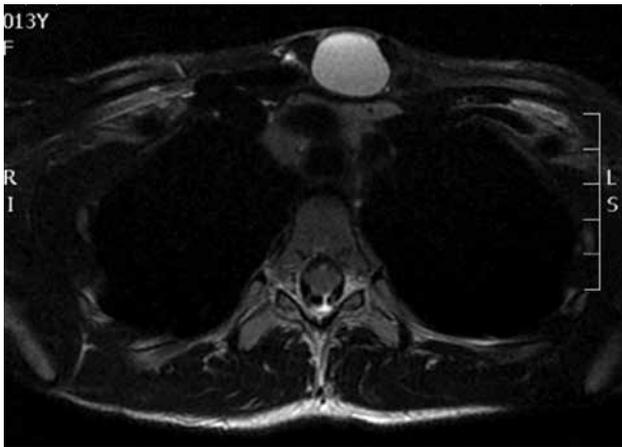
RMN quiste del conducto timofaríngeo.
